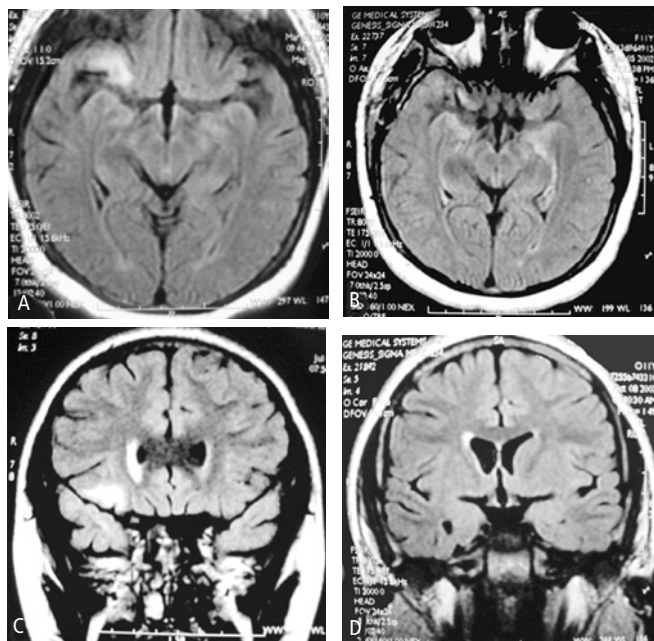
Resonancia magnética convencional. (A) Corte axial FLAIR con imagen hiperintensa fronto-orbitaria derecha que corresponde a zona de gliosis y atrofia asimétrica de predominio en el hemisferio derecho, pretratamiento; (B) postratamiento, con plasmaféresis (5 sesiones) y una dosis de inmunoglobulina. (C) Corte coronal FLAIR de la misma región pretratamiento; (D) postratamiento con disminución de área hiperintensa.
